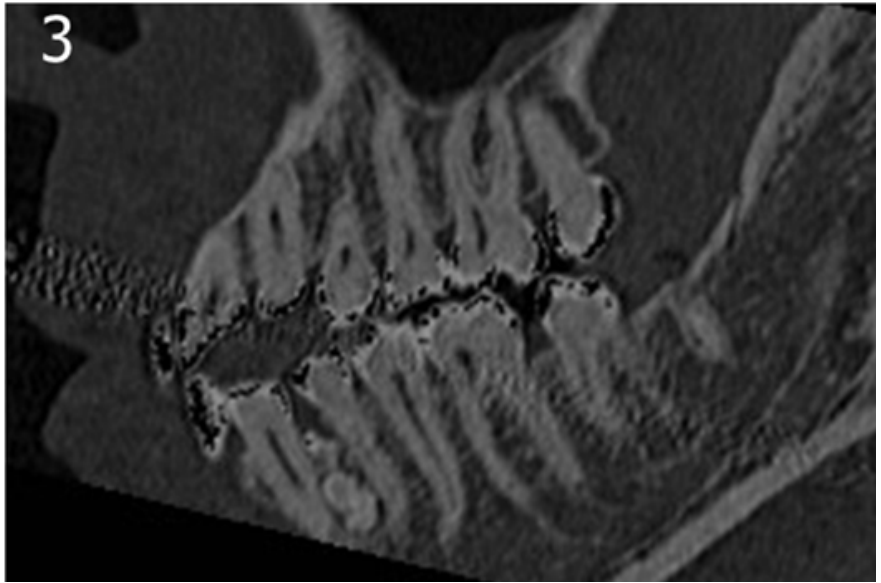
Odontoma. Contiene varios componentes del diente. 1: OPT; 2 y 3: TC (axial y sagital).
